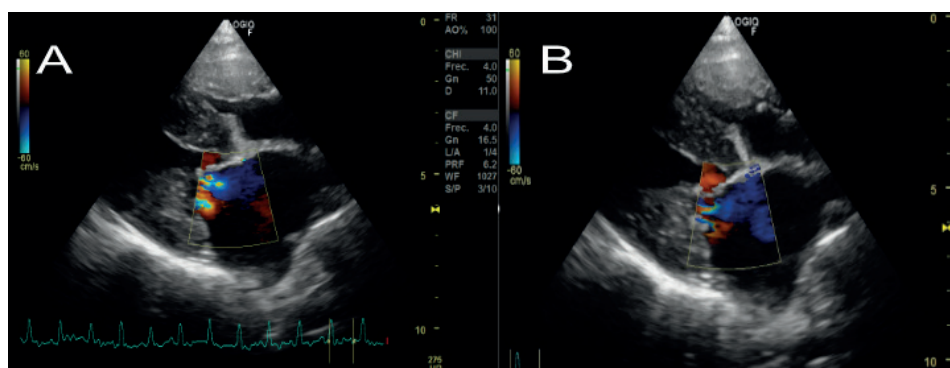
Right parasternal window, long axis. A & B: Mitral regurgitation consequence of the mitral complex malformations. Turbulent regurgitation jet, represented by the mix of red and blue tonalities at the valve's level.
